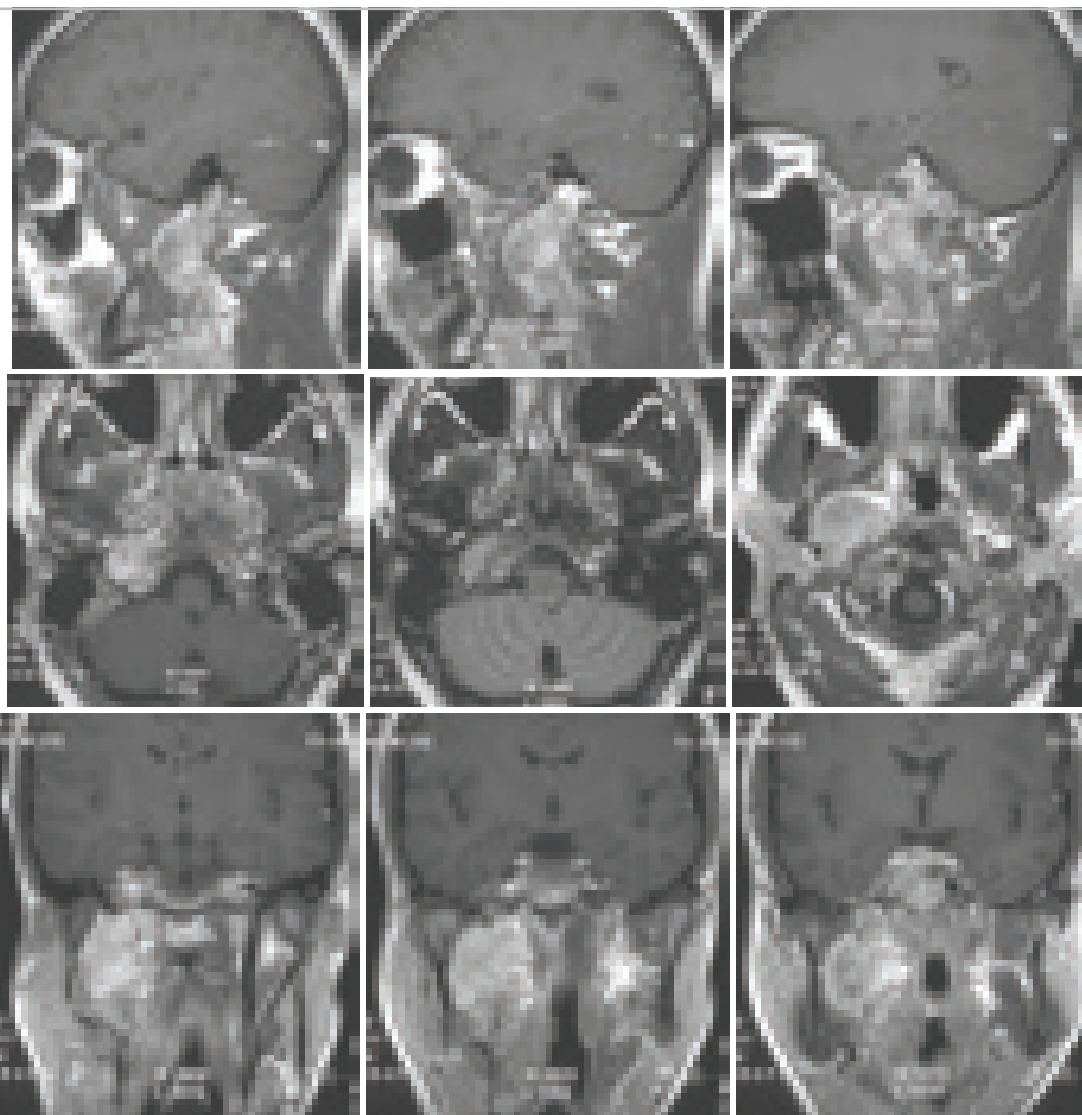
МРТ (T1-взвешенные изображения) больного с хордмой основания черепа с экстракраниальным ростом парафарингеально и паравертебрально. Исходный рост опухоли в области правой петроклиальной щели.
